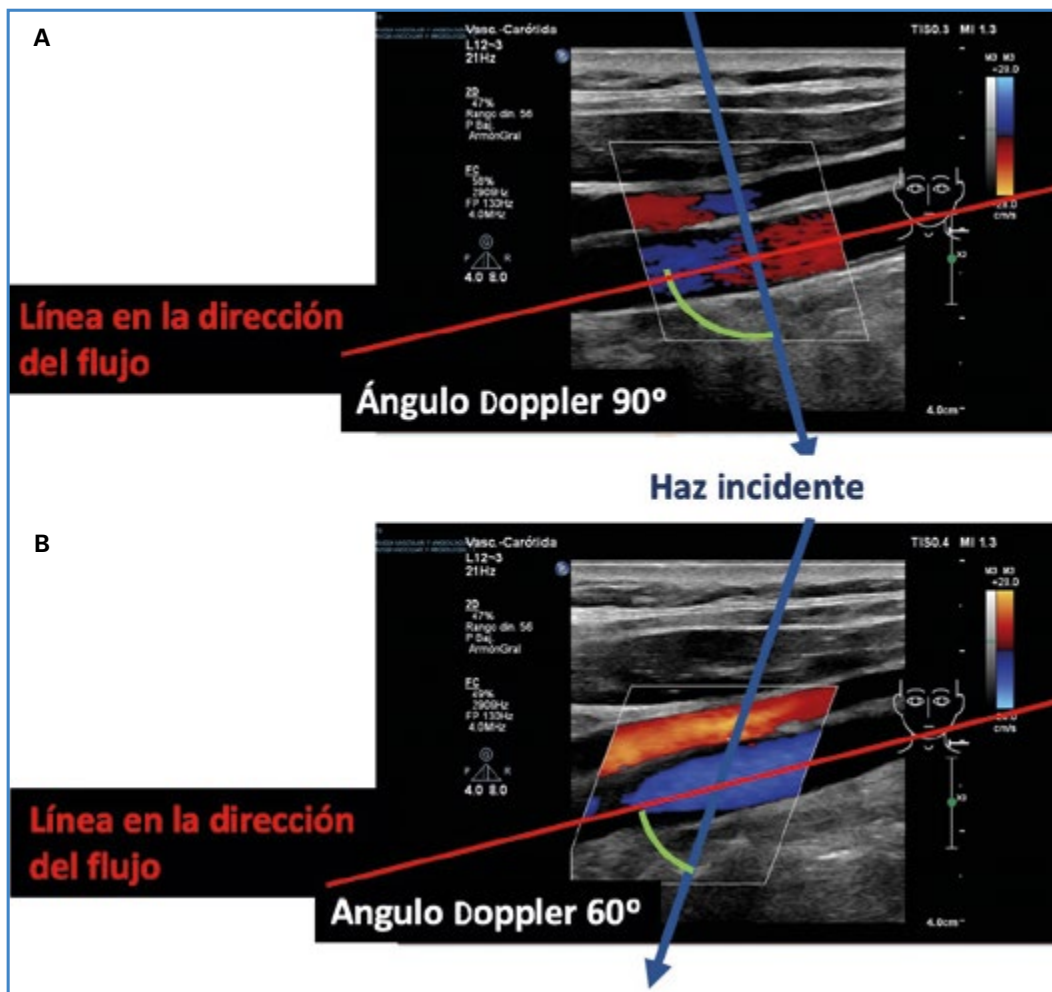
A. Señal Doppler color de mala calidad con inclinación o steer del cajetín de color formando un ángulo de 90° con la dirección del flujo. B. Al inclinar el cajetín buscando un ángulo diferente a 90° mejora la calidad de la señal Doppler color.
